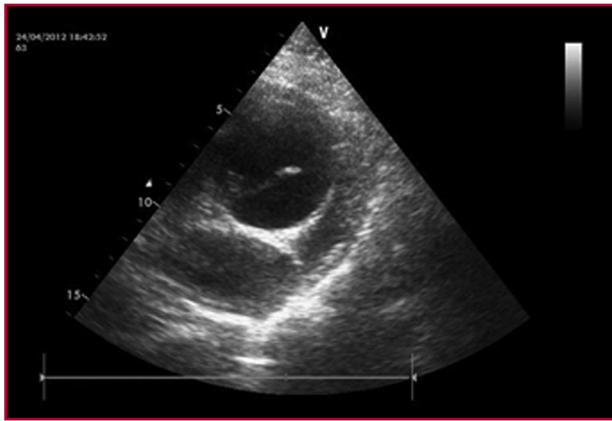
Ecocardiograma transtorácico, eje corto, en el que se observa la aorta ascendente en su porción tubular con dilatación aneurismática y lámina de disección en su interior.
